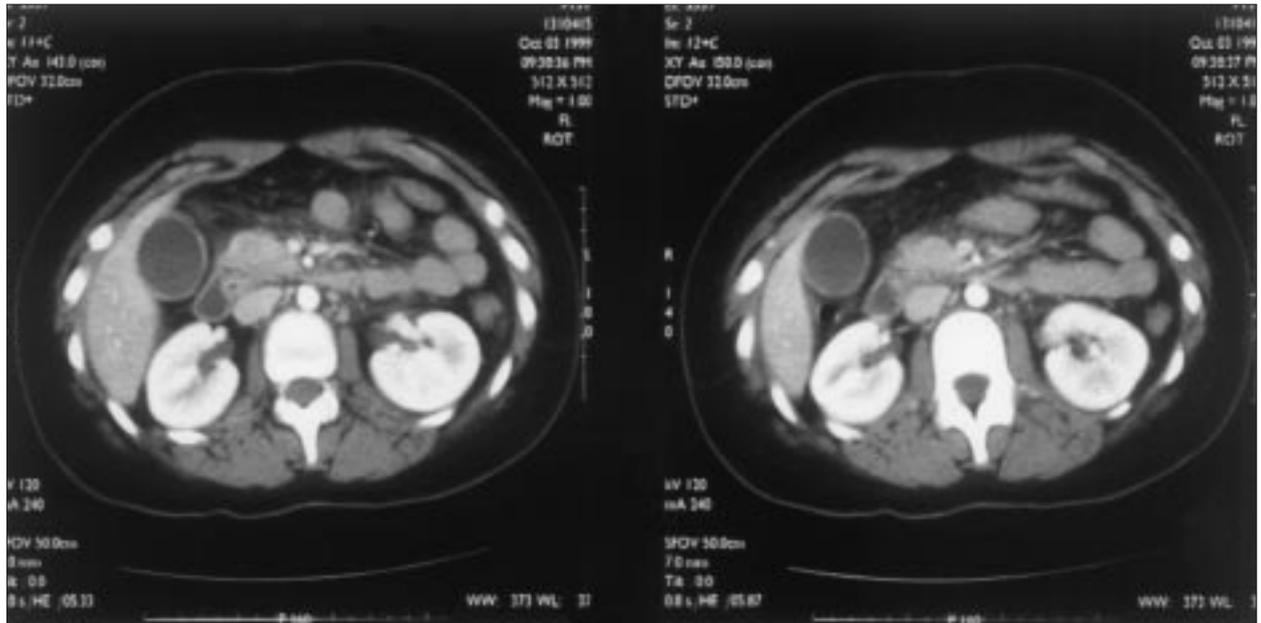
Tomografía computarizada.
